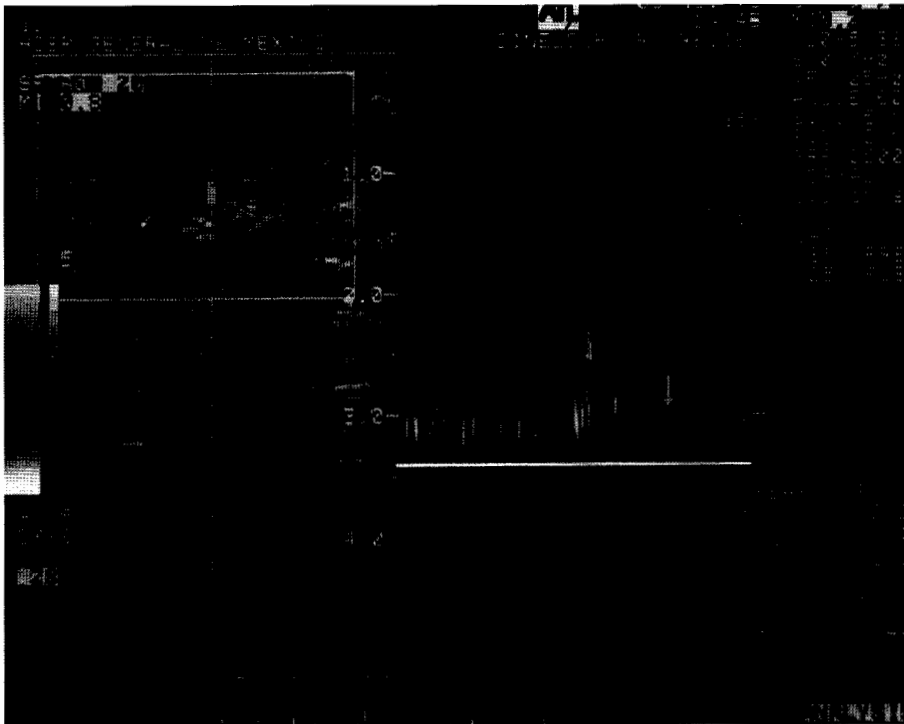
US mamario Doppler color. Lesión vascularizada con índices de baja resistencia.
